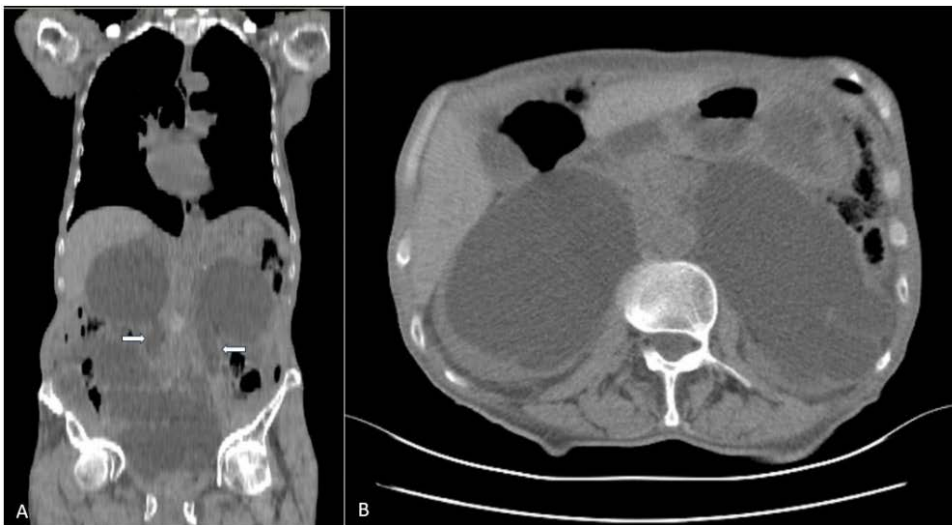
(A) Gross dilatation of the renal pelvis, enlargement of the urethral diameter and bladder wall with trabeculated appearing in the CT (B) Bilateral grade 4 hydronephrosis and renal atrophy with cortical thinning
